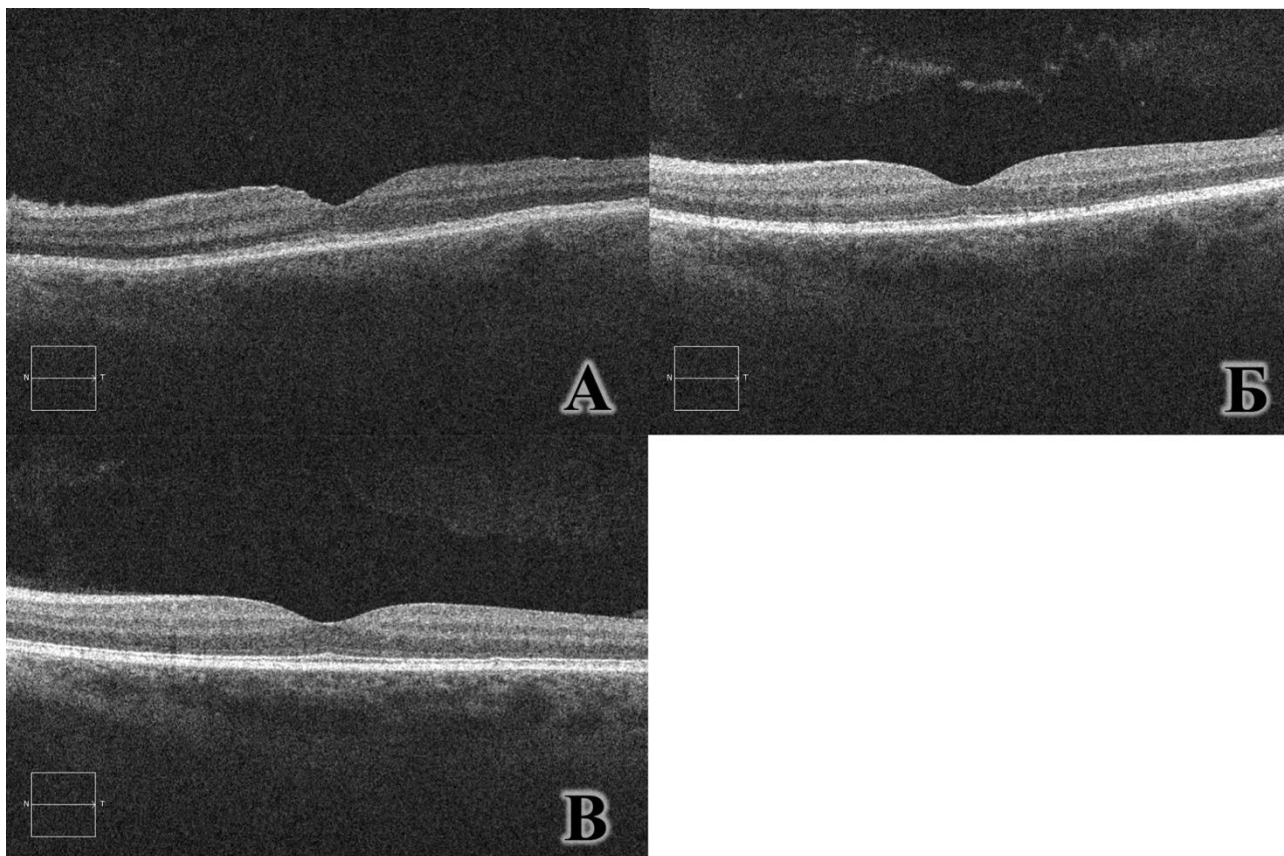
Пациент К. 35 л., ИБ Г90331\15 OS контузия глазного яблока. ОКТ-изображение глазного дна. А. 1 сутки после травмы: выражена деструкция наружных слоев. Б. 14 сутки после травмы: зарегистрирован регресс изменений в эллипсоидной зоне фоторецепторов. В. 25 сутки после травмы: патологические изменения полностью регрессировали, профиль сетчатки восстановился.
